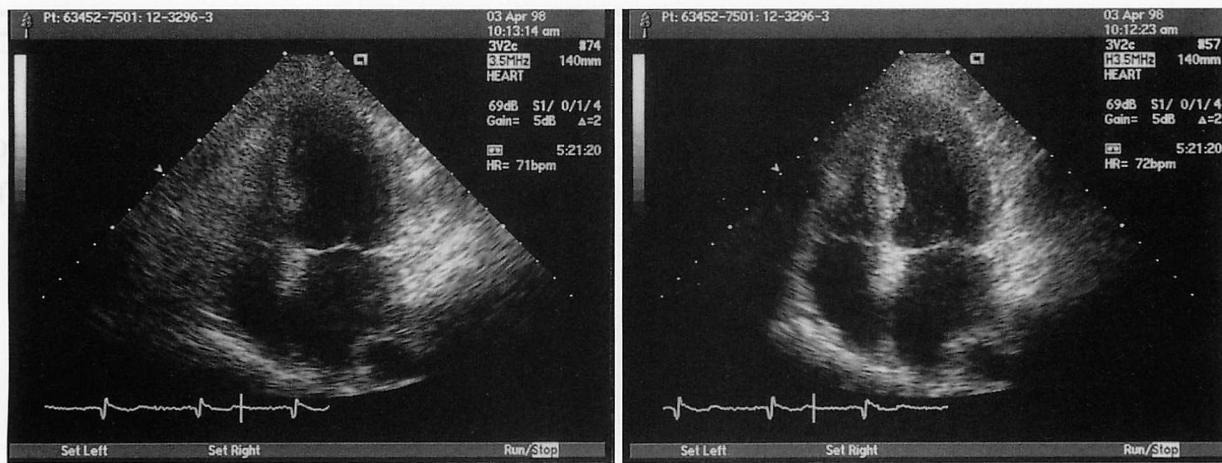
Apical four-chamber view images in fundamental (left) and harmonic (right) modes
